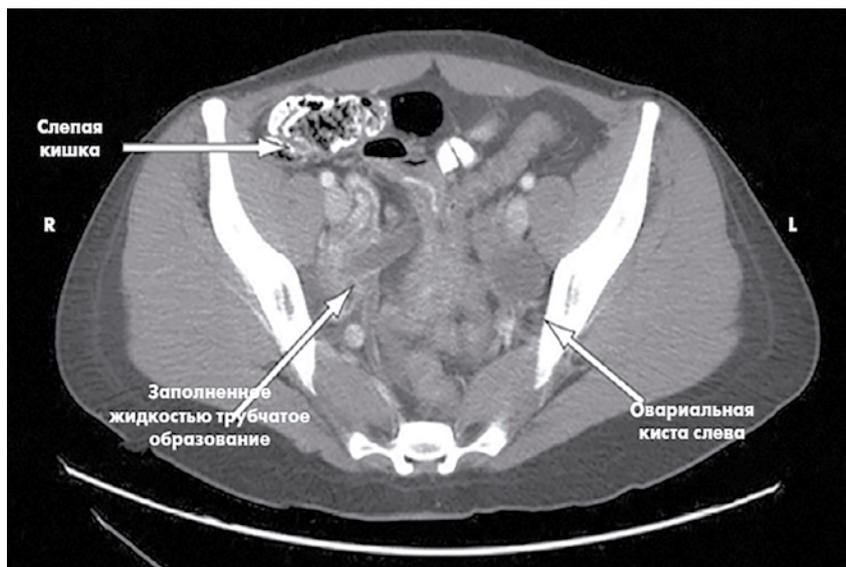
КТ-изображение органов малого таза пациентки С.
